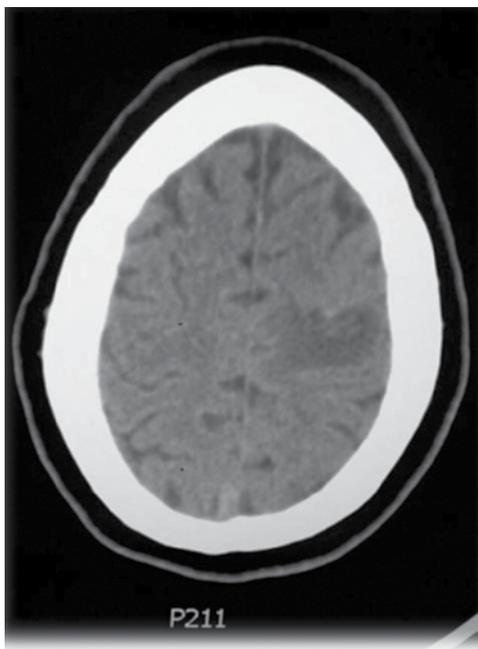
TAC simple, se observa área hipodensa en región temporoparietal izquierda correspondiente con EVC isquémico.
